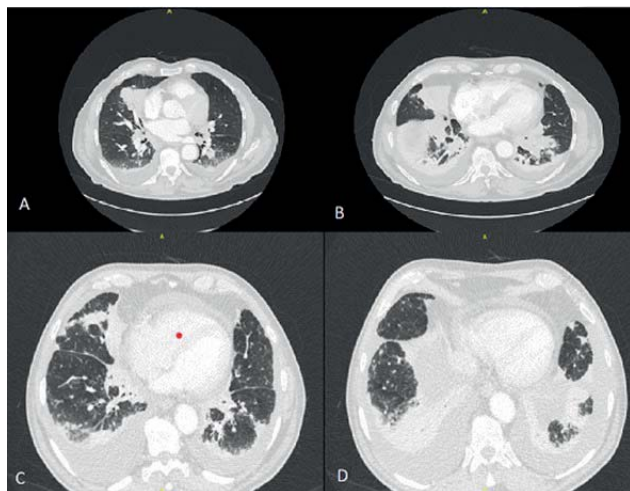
A y B: Imágenes de TC correspondientes al ingreso inicial en Medicina Interna. C y D: Imágenes correspondientes al ingreso en Neumología un mes más tarde.
